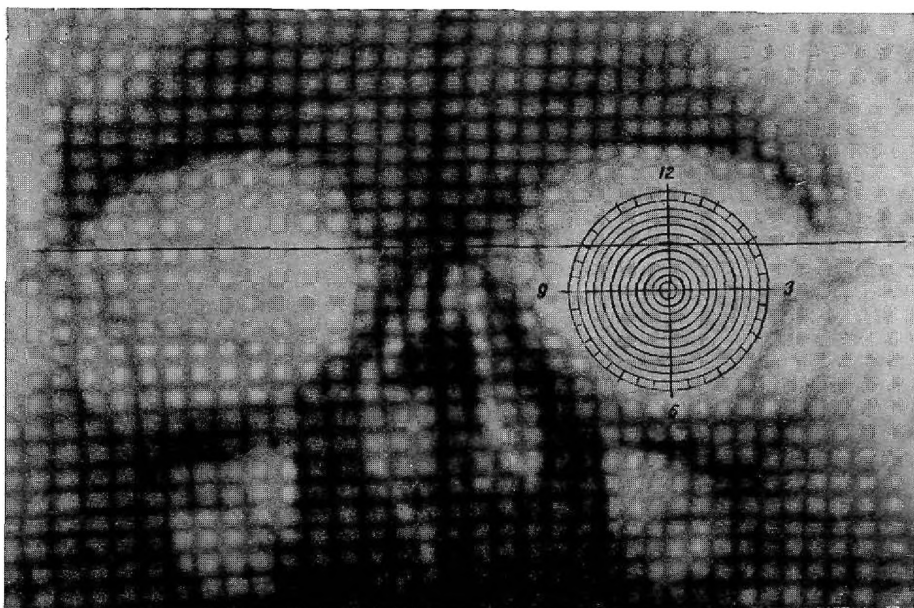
Рентгеноанатомический метод определения локализации инородных тел в глазу по Майковой-Строгановой. Наложение схемы-измерителя Балтина на передний снимок.
